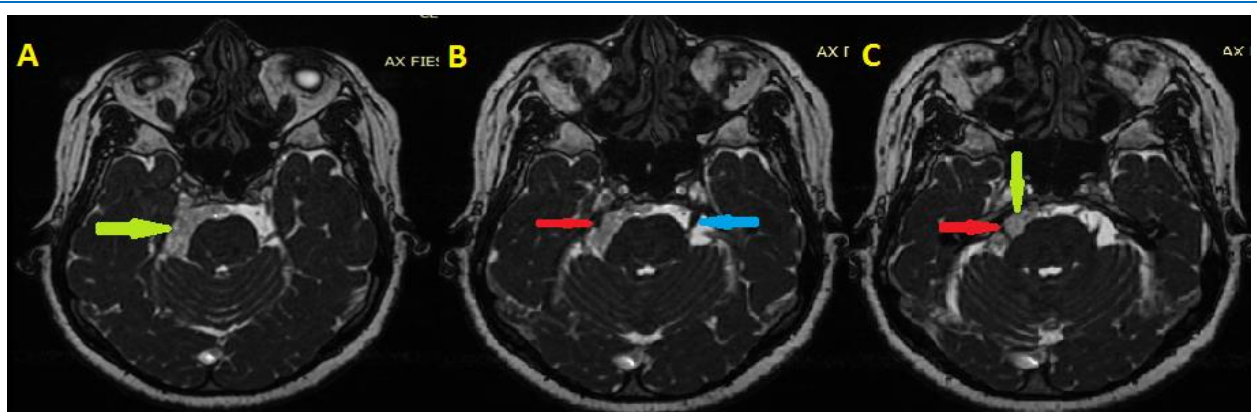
RMN cerebral en secuencia FIESTA, en diferentes cortes axiales a nivel de protuberancia (A, B, C) que muestra el tumor (flecha verde), el nervio trigémino derecho comprimido por el tumor (flecha roja) y el nervio trigémino izquierdo (flecha celeste).
